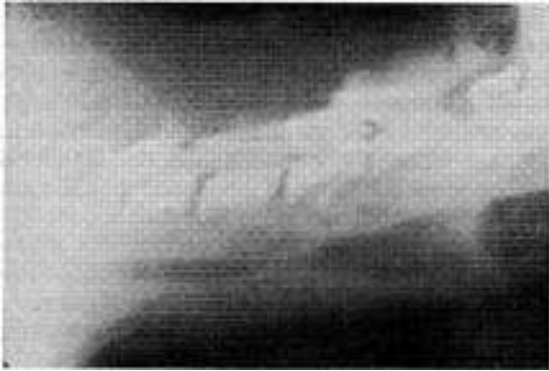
Radiografía simple de cuello a los 45 días de una resección de 17 anillos reparada por anastomosis de los cabos previa movilización total de los mismos. Extensa estenosis infundibular de la zona reparada.
